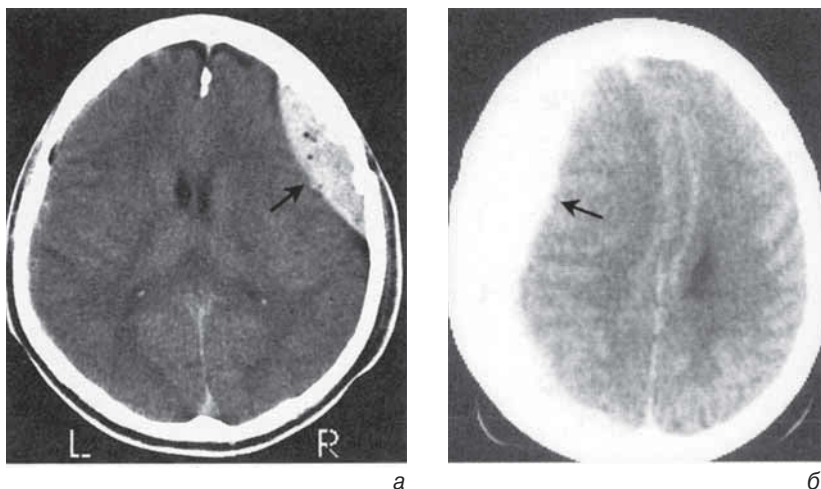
КТ при острых травматических внутричерепных гематомах (показаны стрелками). (а) Эпидуральная гематома. Имеются мелкие, очень низкой интенсивности сигналы в проекции гематомы, представляющие собой пузырьки воздуха, связанные с переломом костей черепа. (б) Субдуральная гематома. Травма также может вести к развитию субарахноидального и внутричерепного кровоизлияния
